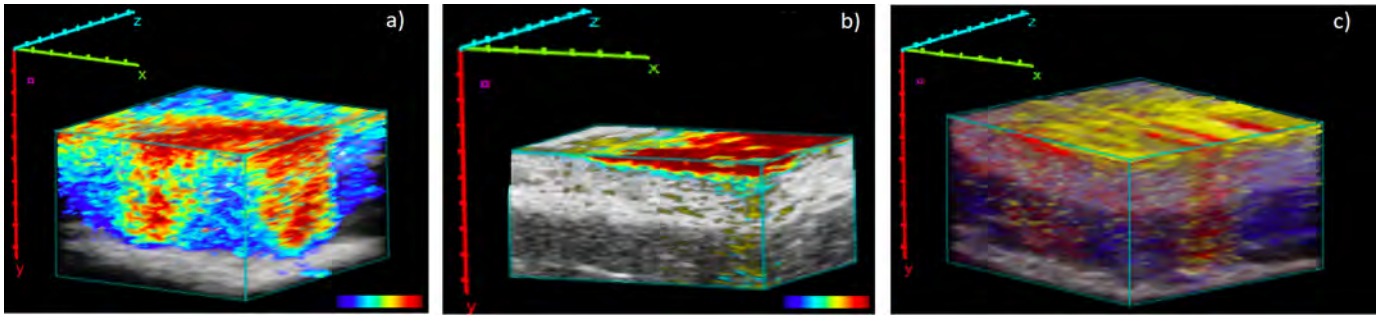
Spectral unmixing multi-wavelength 3D images with different settings (table I) of patient C. Superimposed on an ultrasound image (grey)
